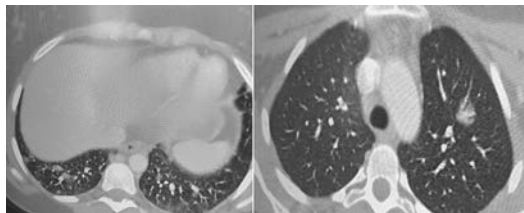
TC Torace prima della terapia con Sirolimus.
